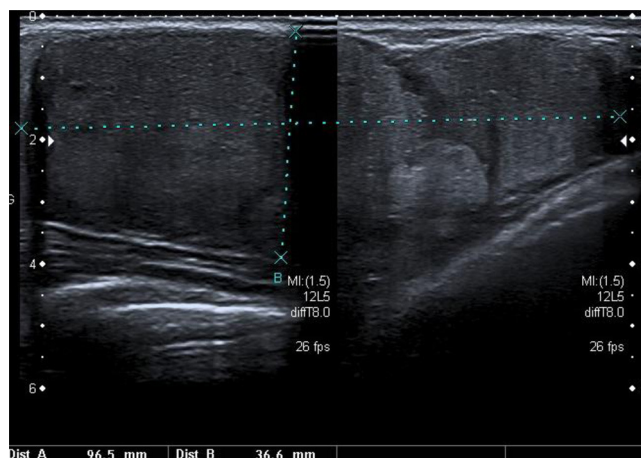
Ecografía mamaria: nódulo bilobulado bien definido, con unos diámetros de 92×35 mm.
